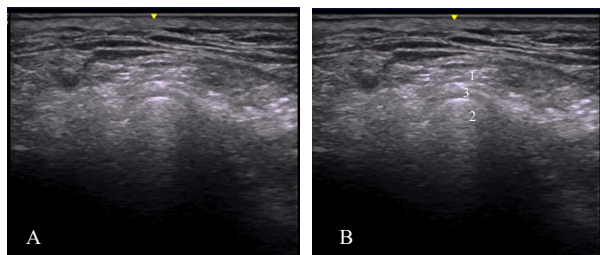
A. Normal position of the articular disc on a sonogram. B. The same sonogram where the anatomical structures are identified by numbers. 1 – Capsule, 2 – Mandibular condyle, 3 – Articular disc, 4 – Articular eminence.
